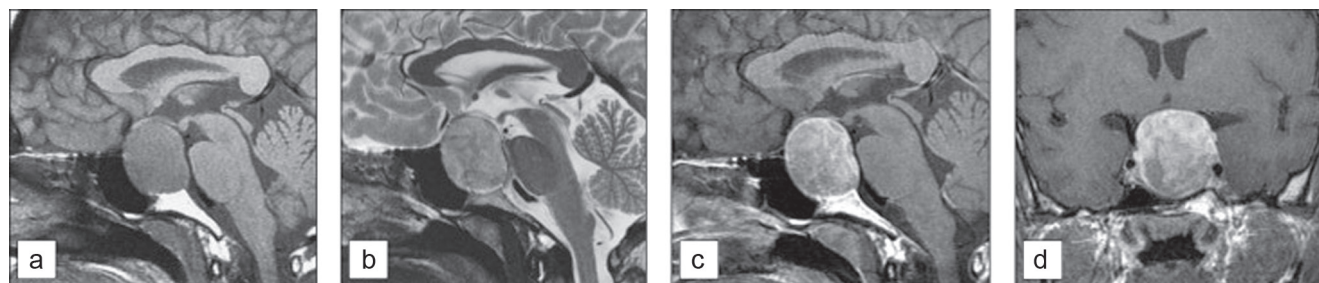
Adénome hypophysaire avec expansion suprasellaire, soulevant le chiasma optique, sans envahissement du chiasma optique, révélé par des céphalées avec altérations visuelles et hypogonadisme. IRM en coupes sagittales en T1 (4A), T2 (4B), et sagittale (4C) et coronale (4D) après gadolinium. Source : Bonneville JF, Press Med, 2009.
